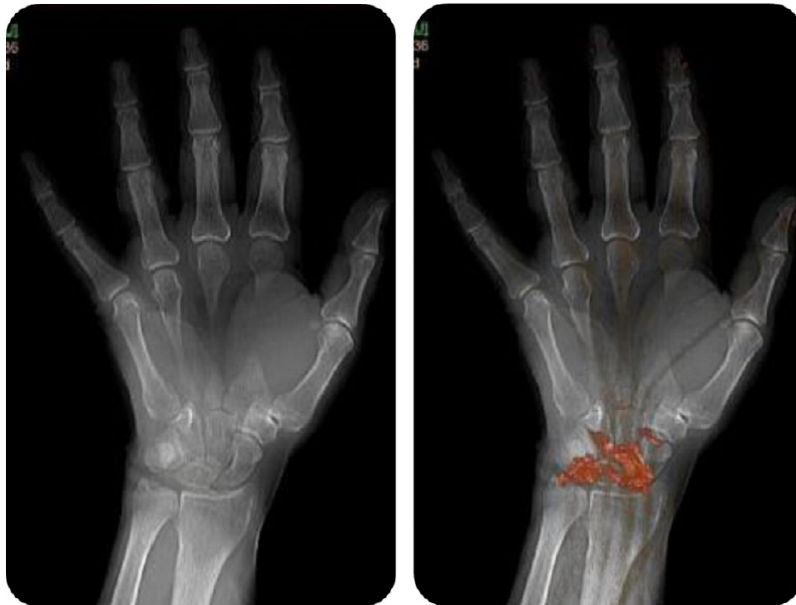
Imagen convencional de la zona de la muñeca (izquierda) en la que, con la tecnología de TC de doble energía, se pueden identificar los cristales de ácido úrico y otras lesiones en las articulaciones de los dedos (derecha)
